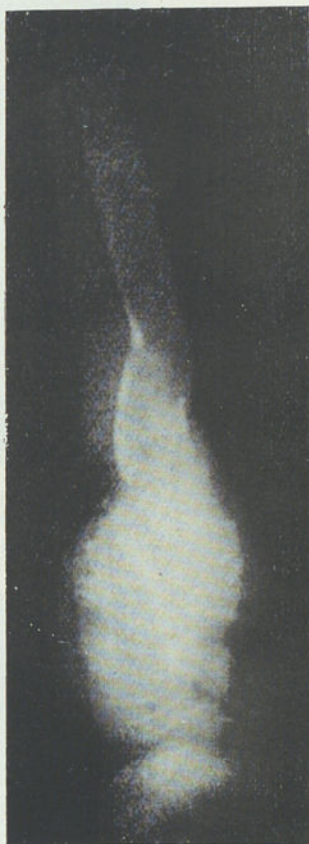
Radiografia do mesmo segmento esquerdo em plano lateral (Junho de 1919); acentuada descalcificação da diafise; pseudo-quistos.
